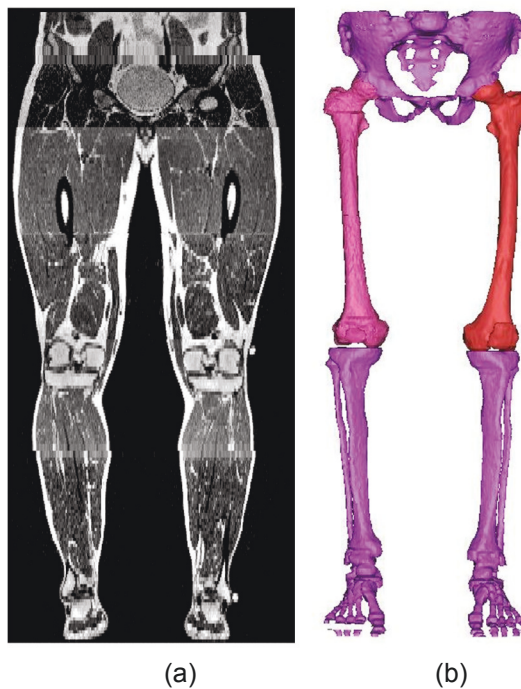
(a) MRT Aufnahme eines gesunden Probanden
